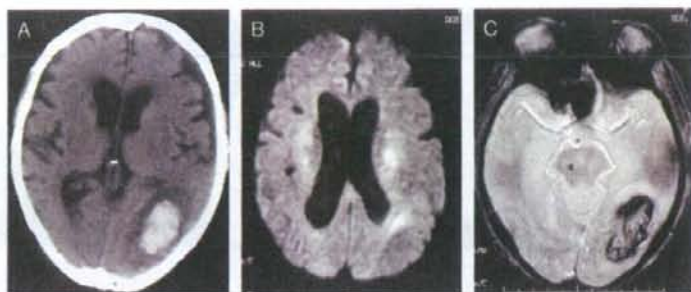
第2回入院時(初回入院から2カ月後)のCT (A), MRI (B: DWI, C: T<sub>2</sub>\*強調)像
